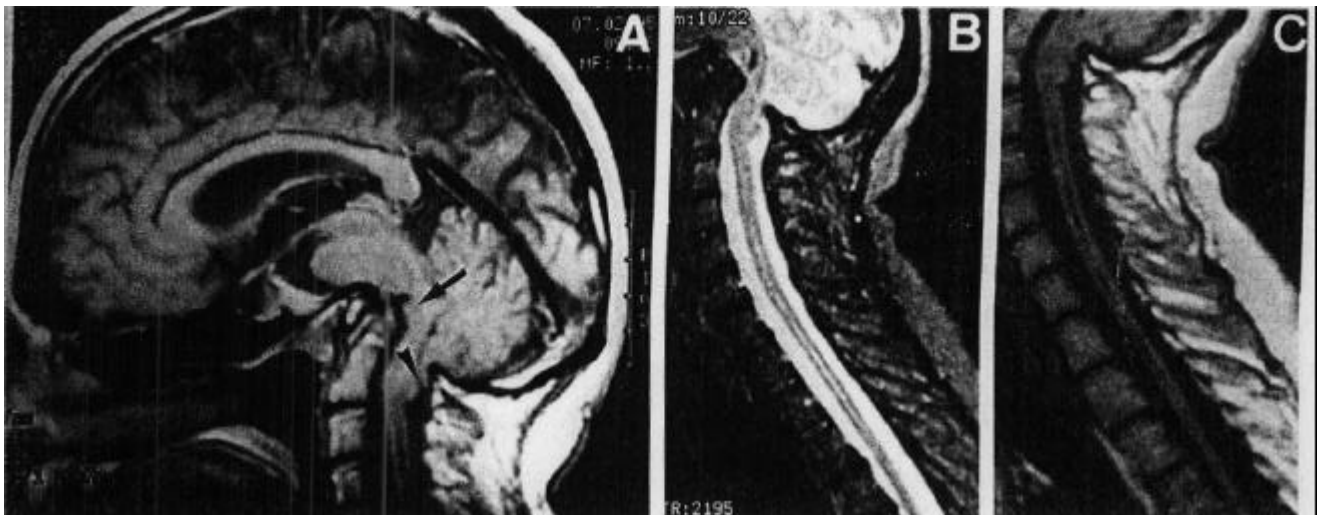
(A) Imagen de resonancia magnética (RM) sagital ponderada en T del cerebro y fosa posterior. Nótese la acusadísima impresión basilar que distorsiona el tallo cerebral (flecha). Hay un descenso de las amígdalas cerebelosas (punta de flecha) y se insinúa una cavidad siringomiélica. (B, C). Imágenes RM sagitales de la médula cervico-dorsal ponderadas en T2 (B) y T1 (C), que demuestran una extensa cavidad siringomiélica cuyo contenido acuoso es hiperintenso en T2 e hipointenso en T1.
